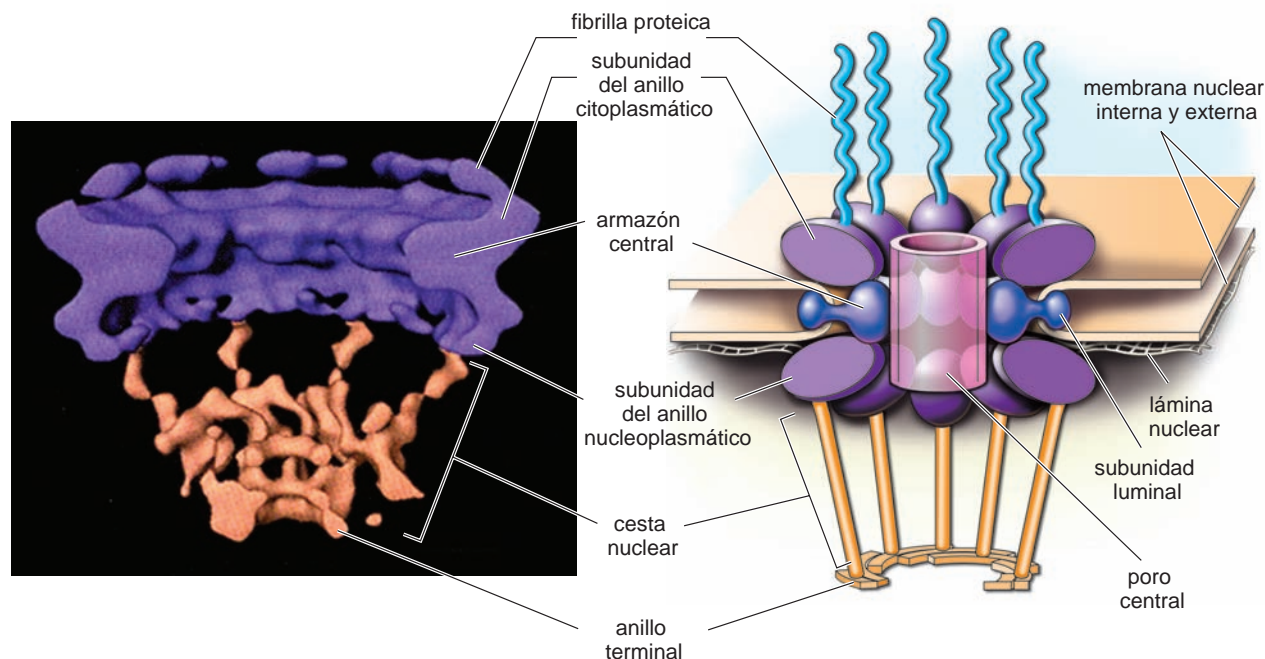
▲ Corte sagital del complejo de poro nuclear. Tomografía crioelectrónica de un corte sagital del complejo de poro nuclear, mostrada en la figura 3-8, comparada con la representación esquemática del complejo. Nótese que el tapón o transportador central ha sido eliminado del poro central. 320 000X. Cada poro contiene ocho subunidades proteicas organizadas en un armazón octogonal central en la periferia del poro. Estas subunidades forman un complejo de poro nuclear que se inserta entre los dos anillos, el citoplasmático y el nucleoplasmático. Ocho fibrillas de proteína cortas se proyectan desde los anillos citoplasmáticos hacia el citoplasma. El anillo nuclear fija una cesta armada con ocho filamentos delgados unidos distalmente por un anillo terminal. El diámetro del anillo puede ajustarse para cumplir con las necesidades de transporte a través del poro nuclear. El armazón central cilíndrico delimita el centro del poro, que actúa como un diafragma bien ajustado. (Adaptado de Beck M, Förster F, Ecke M, Plitzko JM, Melchior F, Gerisch G, Baumeister W, Medalia O. Nuclear pore complex structure and dynamics revealed by cryoelectron tomography. Science 2004;306:1387–1390.)
